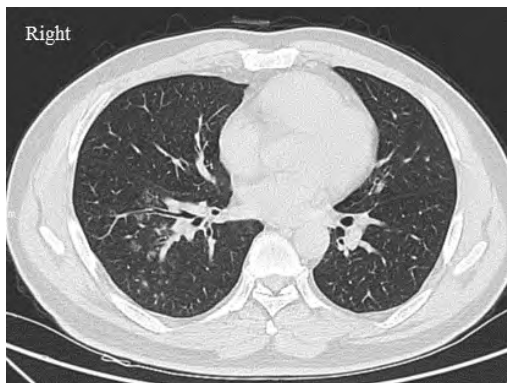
1 例 COVID-19 患者的早期 CT 表现
